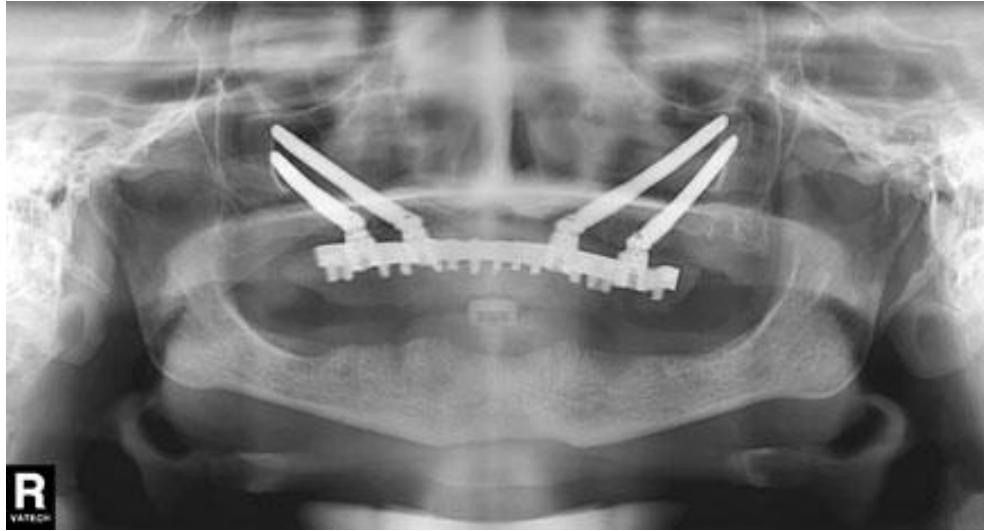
Radiografía colocación de implante cigomático. ¹⁶
